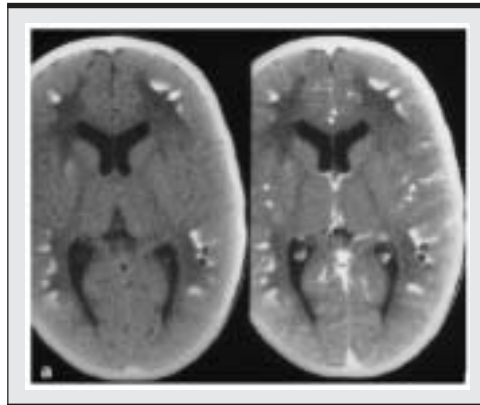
Tomografía de cráneo antes (izquierda) y después (derecha) del medio de contraste con realce de las calcificaciones subcorticales. Modificado de *Pediatr Radiol* 1998 (28): 86-91
